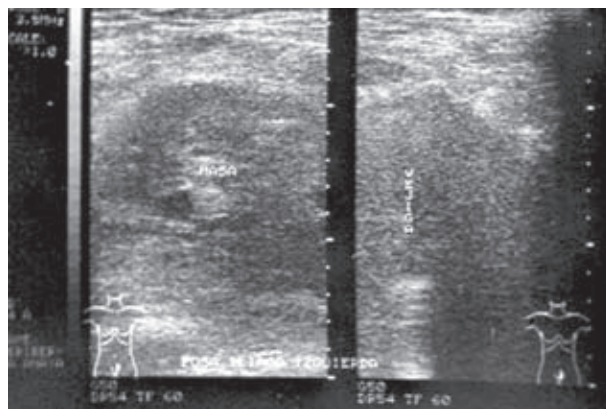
Ultrasonido vesical.
